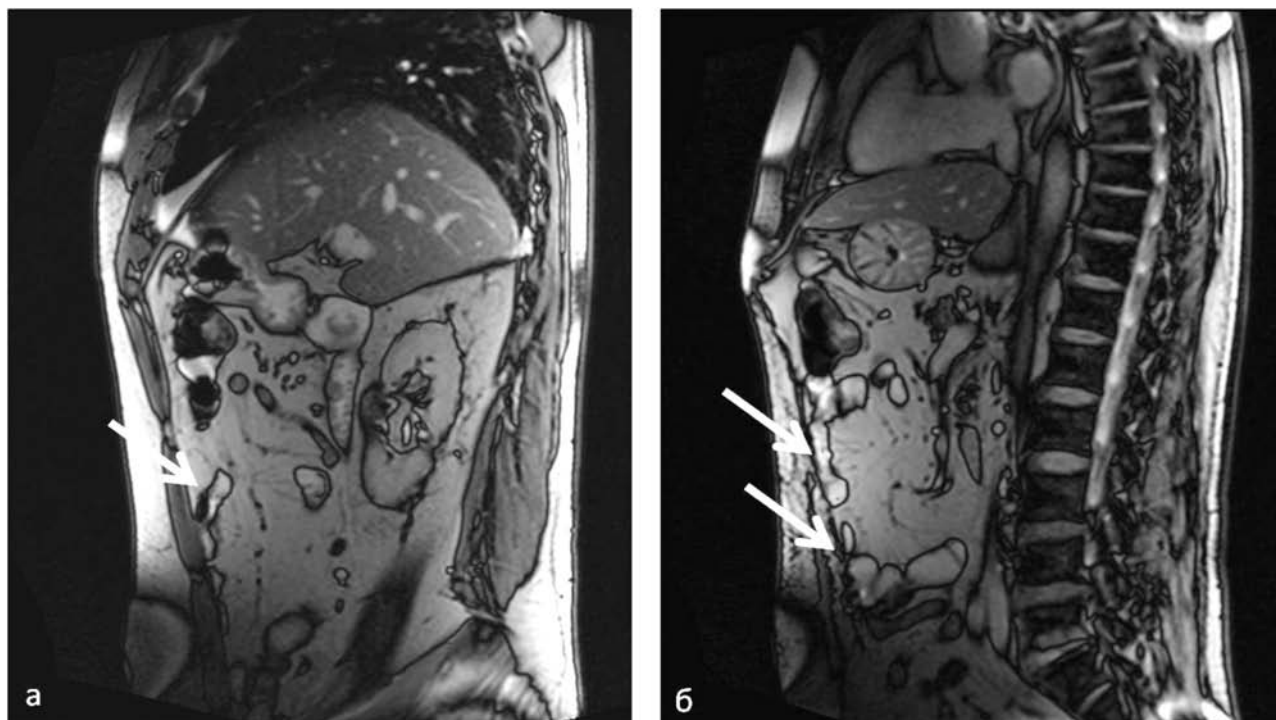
Функциональная МРТ у пациента после лапароскопической пластики передней брюшной стенки синтетической сеткой:
